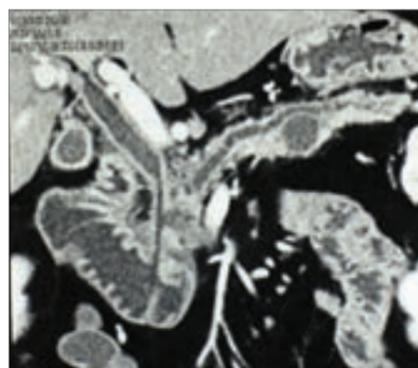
Мультидетекторная СКТ: эндоскопическое стентирование при опухоли головки ПЖ
